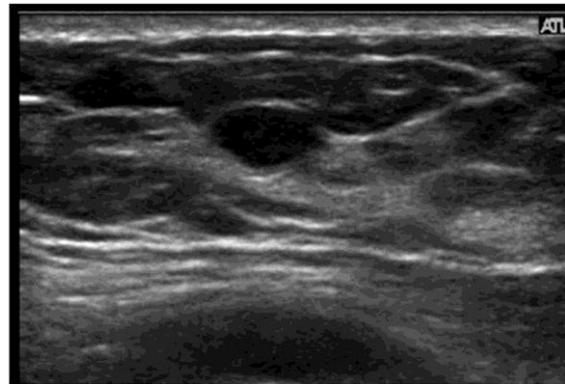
線維腺腫の超音波画像 (図 18 と同一症例)
